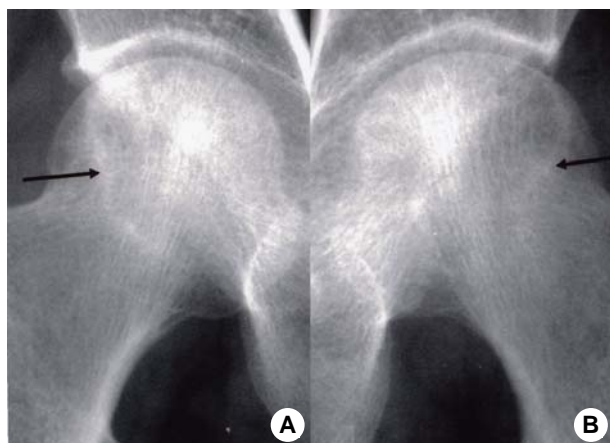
Anteroposterior radiographs of the both femoral head show round cystic change with sclerotic rim (arrows) and no femoral head flattening in right (A) and left (B) femoral heads.
